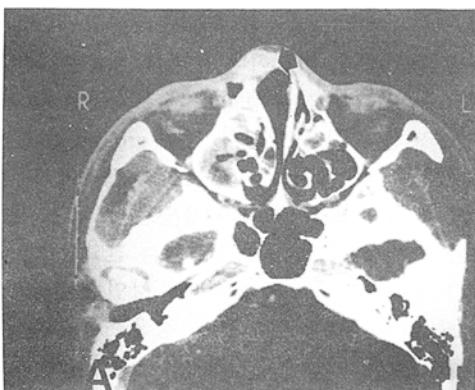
These postoperative CT scans taken after the first operation show minimal expansion of remained expansile lesion of fibrous dysplasia(arrows) in both axial(A) and coronal(B) view on the right side of nasal bone with mild inflammatory changes in both maxillary sinuses and septal deviation to left.
